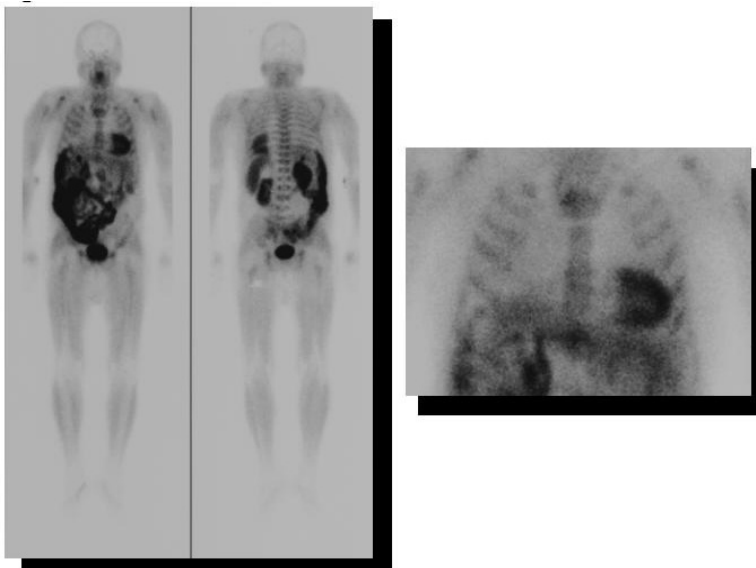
Anterior whole-body planar imaging of ^{99m}Tc -tetrofosmin myocardial scintigraphy at rest. This picture shows that increase of tracer uptake is extremely in sternum, vertebrae and bilateral ribs.
